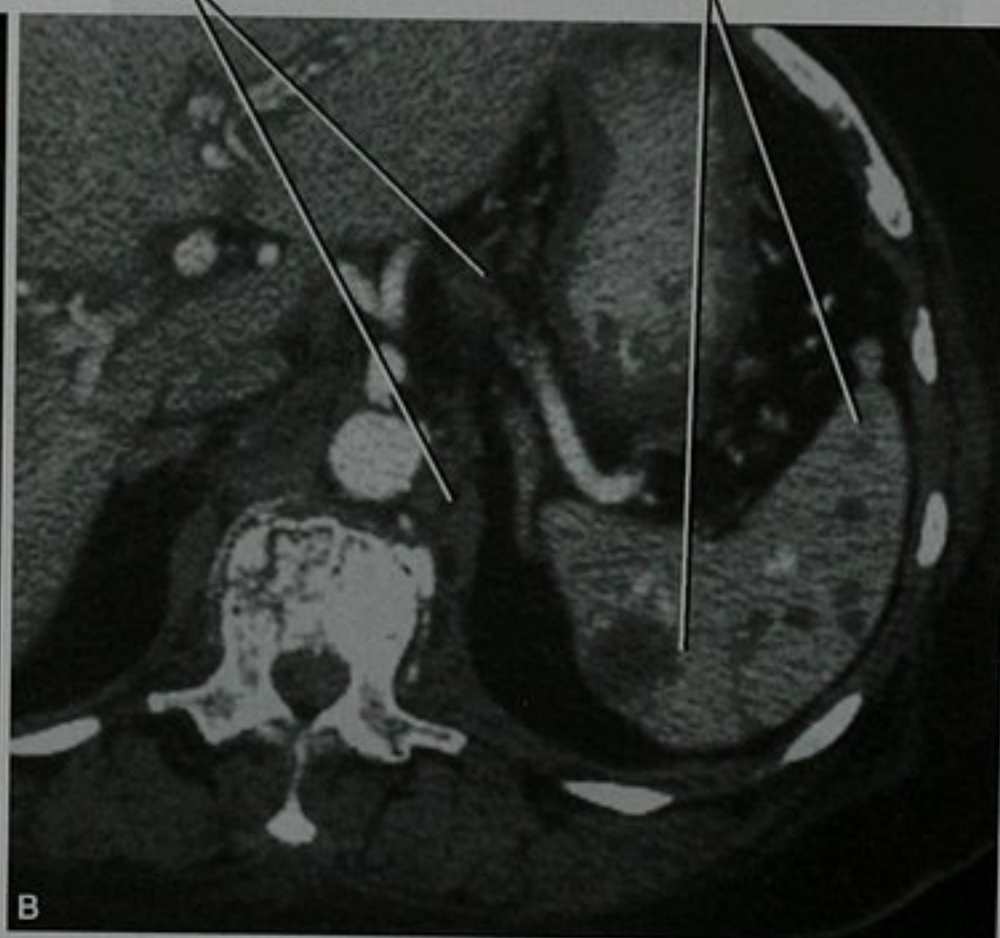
非霍奇金淋巴瘤(NHL)累及脾脏患者,上腹部增强 CT 治疗前(A)和治疗后(B)的横断面图像
